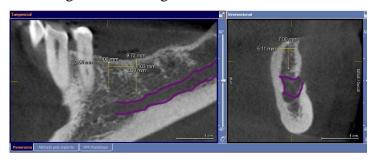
Tomografia Computadorizada região 35 e 36.
